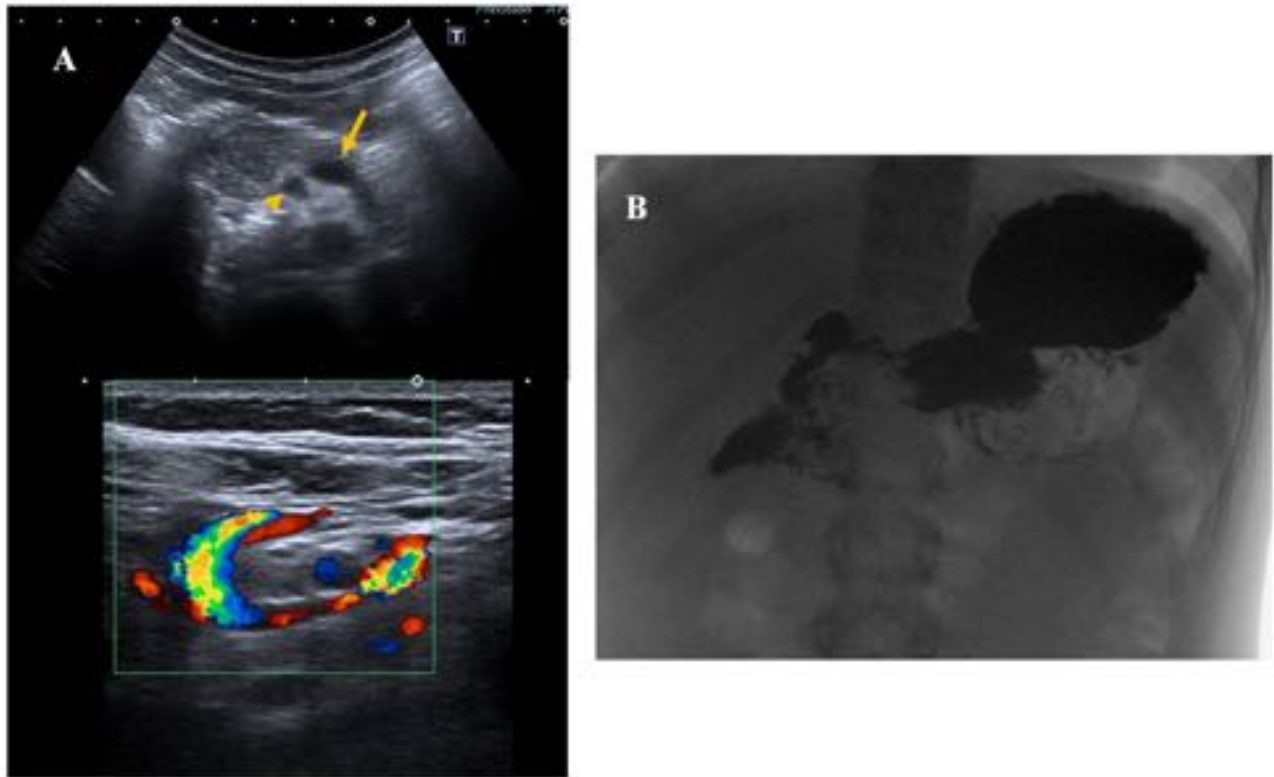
Malrotación intestinal. Niña de 9 años con episodios de dolor abdominal tipo cólico. A) Ecografía abdominal con estudio Doppler. Posición anómala de la vena mesentérica superior (flecha) que pasa por detrás de la arteria mesentérica superior (cabeza de flecha) para situarse a la izquierda. B) Estudio baritado que confirma una malrotación intestinal. Morfología en Z del duodeno y yeyuno proximal, con ángulo de Treitz situado a la derecha de la columna dorsolumbar.
